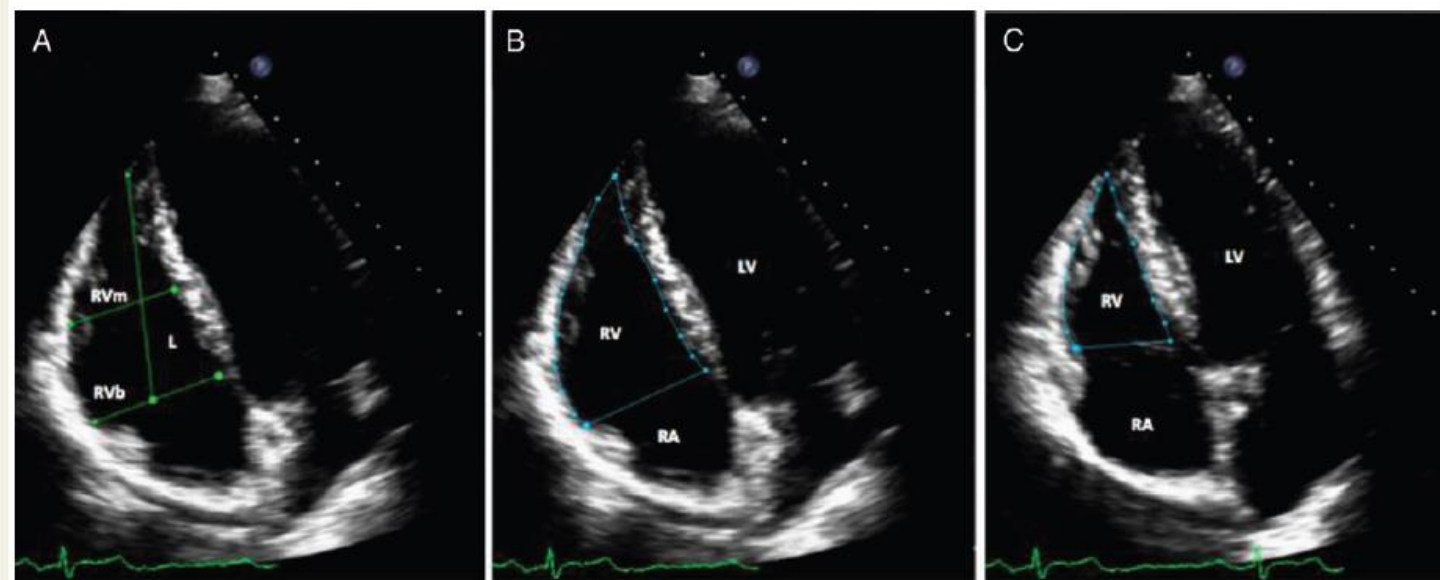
(A) Measurement of right ventricle (RV) linear dimensions from the apical four-chamber view showing the RV basal (RVb) and mid cavity (RVm) dimensions and the RV longitudinal dimension (L). Measurements were obtained at end-diastole. (B) Measurement of the right ventricle (RV) end-diastolic area in the apical four-chamber view. The endocardial border is traced in the apical four-chamber views from the tricuspid annulus along the RV free wall to the apex, then back to the tricuspid annulus, along the interventricular septum. Care should be taken to enclose trabeculation, tricuspid leaflets, and chords in this area. (C) Measurement of the right ventricle (RV) end-systolic area in the apical four-chamber view. The endocardial border is traced in apical four-chamber views from the tricuspid annulus along the RV free wall to the apex, then back to the tricuspid annulus, along the interventricular septum. Care should be taken to enclose trabeculation, tricuspid leaflets, and chords in this area.
